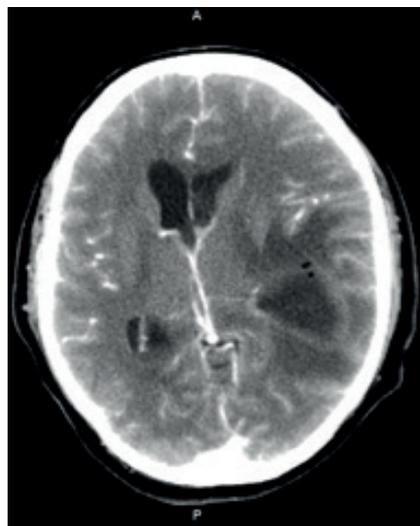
TAC de cráneo simple. Corte axial. Zona hipodensa temporal izquierda, con desplazamiento de la línea media. Fuente: imagen tomada del archivo de imágenes diagnósticas del paciente, Hospital Federico Lleras Acosta; Ibagué, Tolima.
